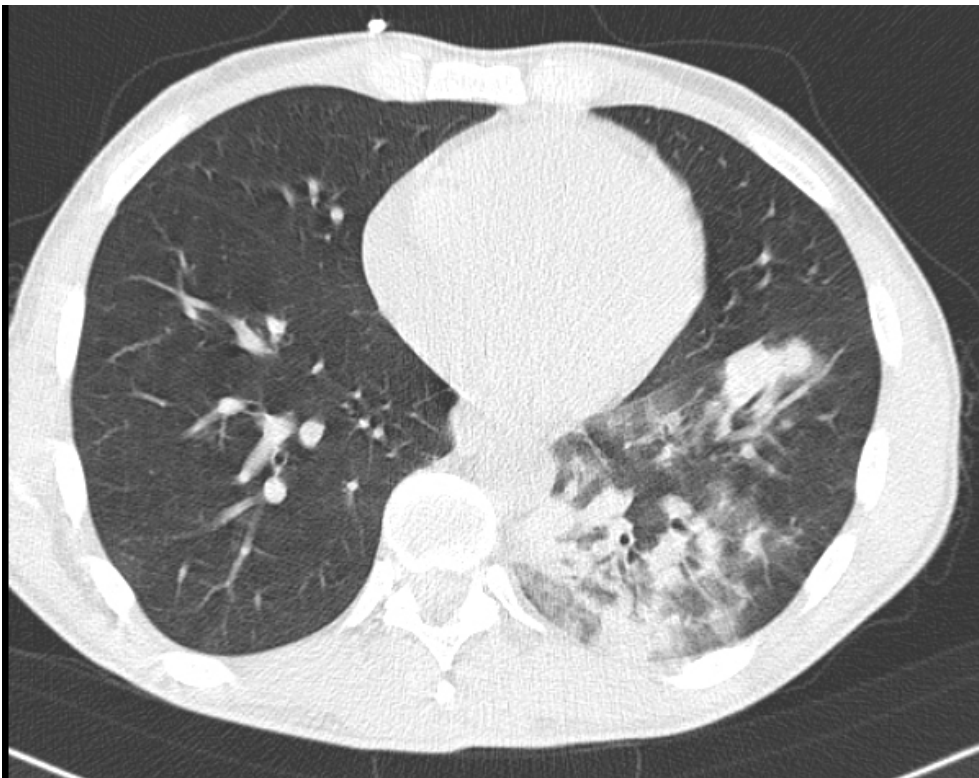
Ultra-Niedrig-Dosis-CT: fleckige Areale von Konsolidierung und Milchglastrübung im linken Unterlappen (identischer Patient wie in Abb. 28)
